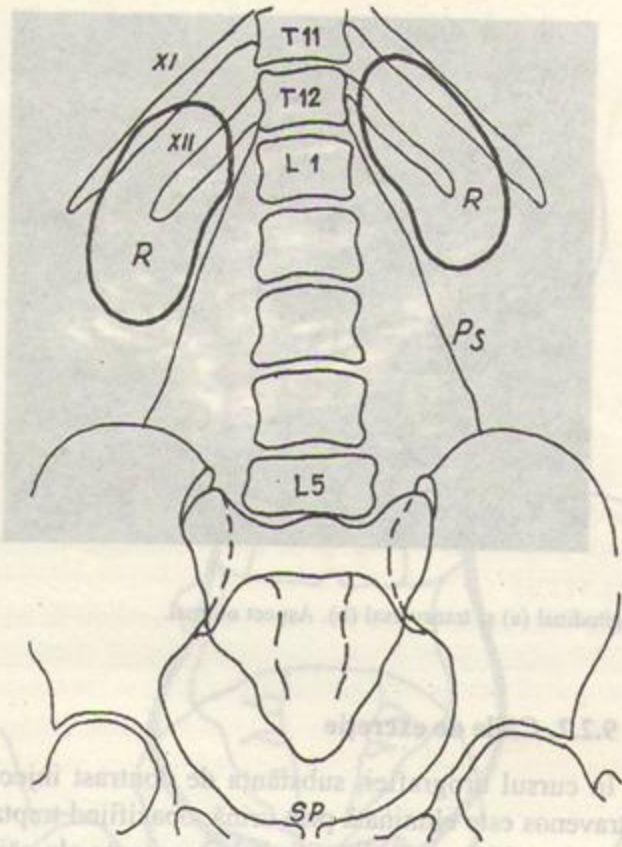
Imaginile renale pe radiografia simplă. R: rinichi; Ps: marginea mușchiului psoas; SP: simfiza pubiană.
